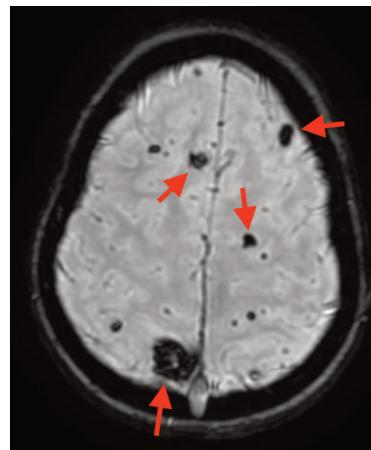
RM encefalo, scansione assiale 3D Swan - Plurime lesioni caratterizzate da sanguinamento subacuto - cronico compatibili con angiomi cavernosi multipli.
